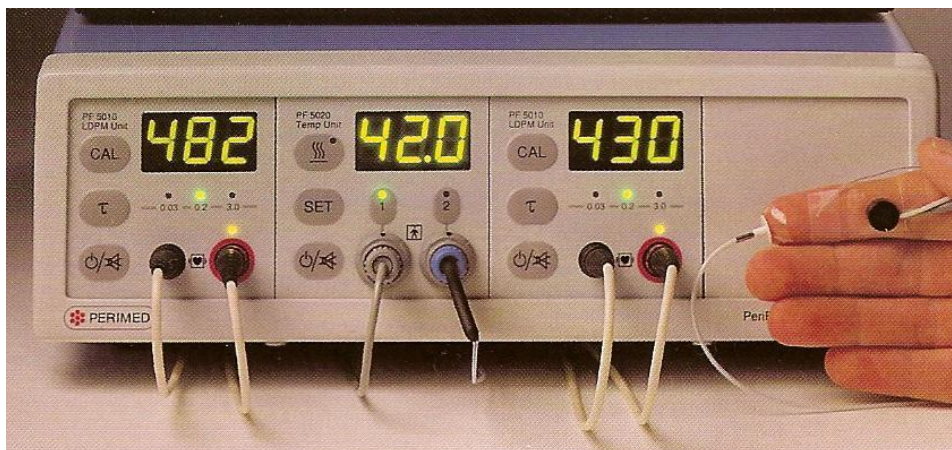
Fluxômetro de Laser Doppler PERIMED® mostrando as unidades de perfusão e de temperatura
